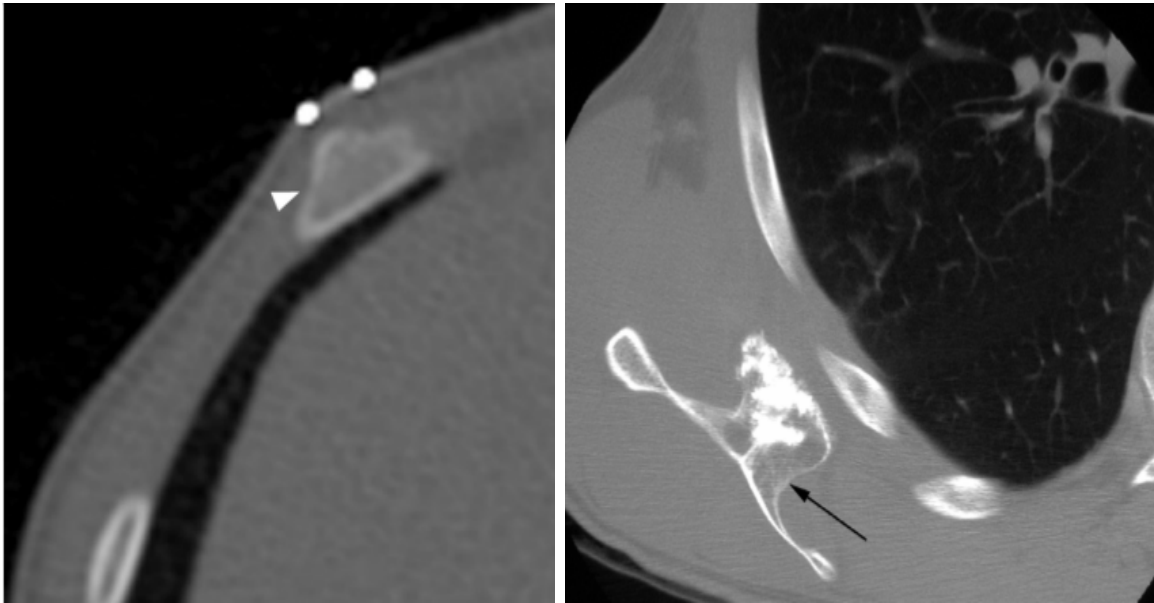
Aspect de l'ostéochondrome costal et scapulaire sur TDM [40]
